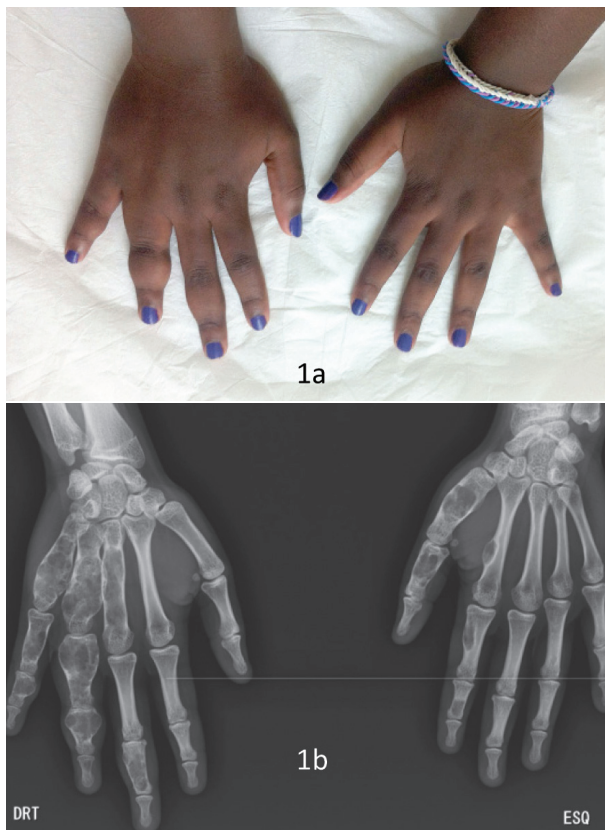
Fotografia e radiografias realizadas à doente. A fotografia (1a) mostra assimetria das mãos e várias tumefações, mais evidentes nas falanges do terceiro, quarto e quinto dedos da mão direita. A radiografia (1b) evidencia múltiplas lesões ósseas expansivas, radiotransparentes, homogêneas, com forma oval ou alongada e margens bem definidas, envolvendo os metacarpos e falanges do terceiro, quarto e quinto dedos da mão direita e primeiro e segundo dedos da mão esquerda.
